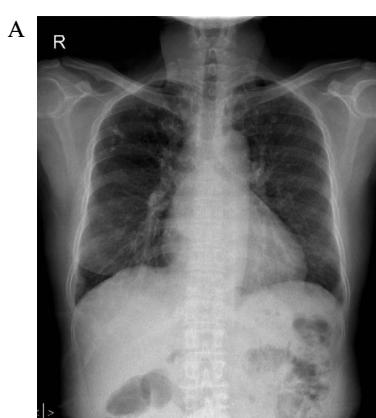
A. Chest PA. Chest PA shows cardiomegaly and multiple calcified nodules and fibrosis on both upper lobes representing sequelae of old pulmonary tuberculosis. B. Abdomen CT scan. Abdomen CT scan does not show splenomegaly.
